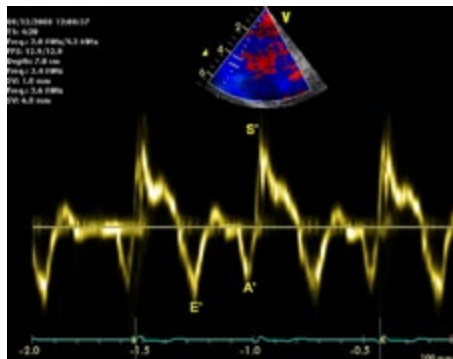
Herzulaschall mit Gewebedoppleruntersuchung zur Beurteilung der rechtsventrikulären diastolischen Funktion. Die E-Welle ist im linken Bild vor der Behandlung grösser als die A-Welle. Nach Behandlung ist die E-Welle kleiner und die A-Welle grösser geworden. Dies ist ein früher Hinweis für eine veränderte Funktion des rechten Herzens.
